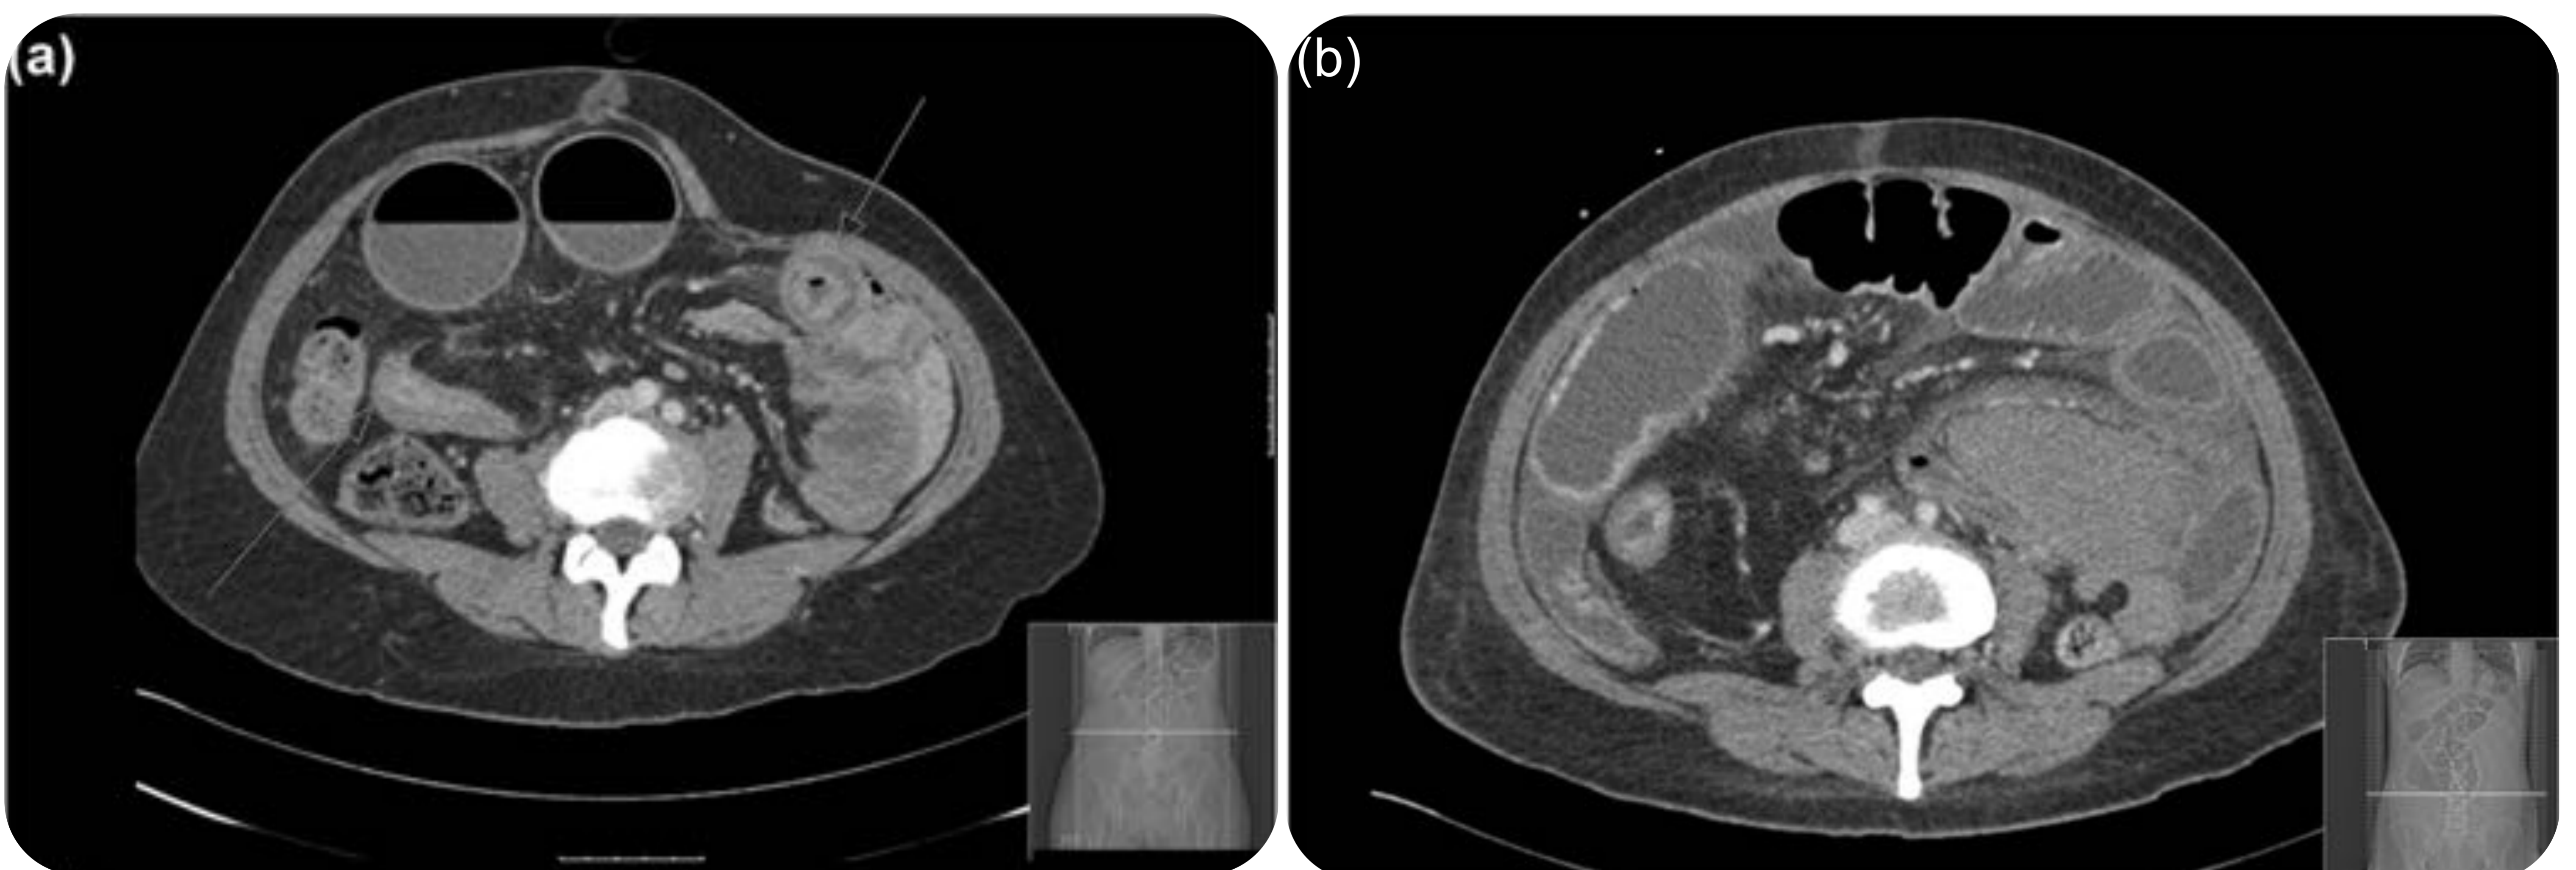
Paciente de 44 años con brote de colitis ulcerosa que no respondía al tratamiento médico con corticoides y azatioprina. En TC abdominopélvico previo se observaba un engrosamiento de la pared del colon de unos 3 cm de longitud, con estenosis de la luz y dilatación preestenótica, pero sin signos de hematoma (fig. 5a). La analítica de urgencias presentaba una hemoglobina de 8,6 g/dl por lo que se decidió realizar una TC abdominopélvica con contraste iv. en la que se observó una obstrucción de intestino delgado secundaria a un hematoma mesentérico que ejercía efecto masa sobre el íleon distal dando lugar a una disminución de calibre de la luz vascular (fig. 5b).
